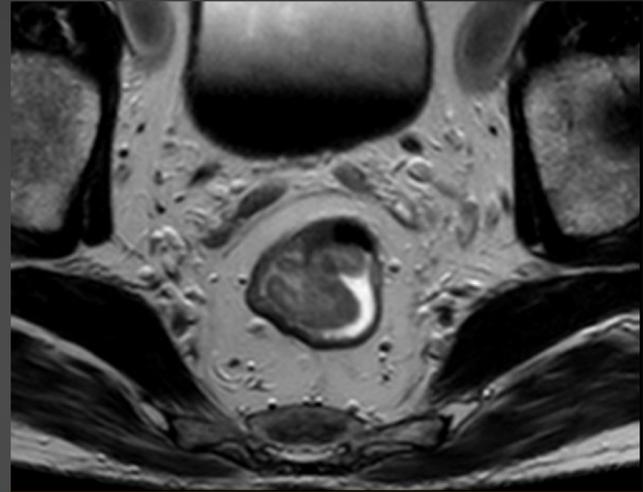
Resonancia Magnética de pelvis de alta resolución, corte axial; secuencia T2. Se evidencian lesión neoproliferativa endoluminal, de intensidad de señal intermedia, sin compromiso de la capa serosa, ubicada en H7 a H1.
